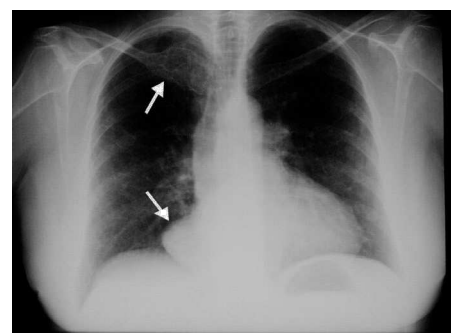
Radiografía postero-anterior de tórax que muestra una lesión expansiva en el extremo proximal de la clavícula derecha y una masa paracardíaca del mismo lado.
